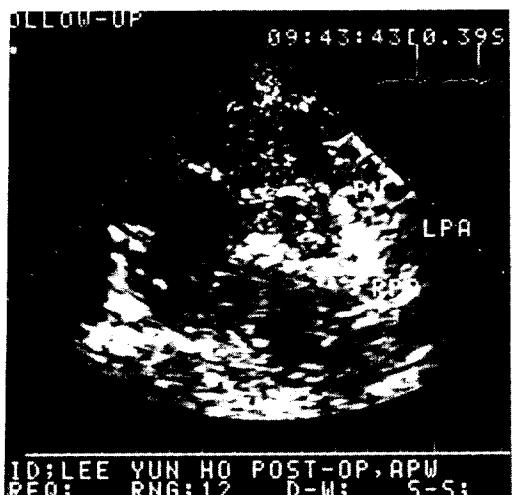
Postoperative echocardiography shows good continuity between MPA and RPA.
